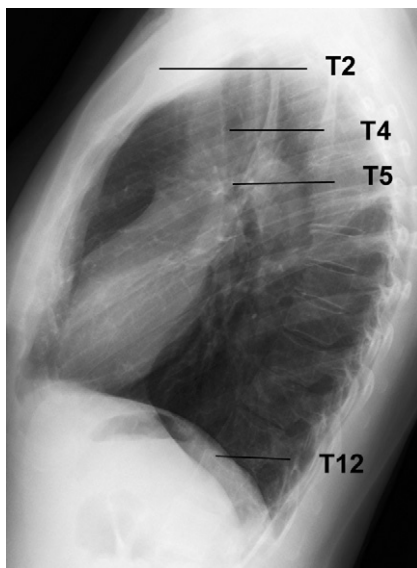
Rachis thoracique sur une radiographie thoracique de profil.
